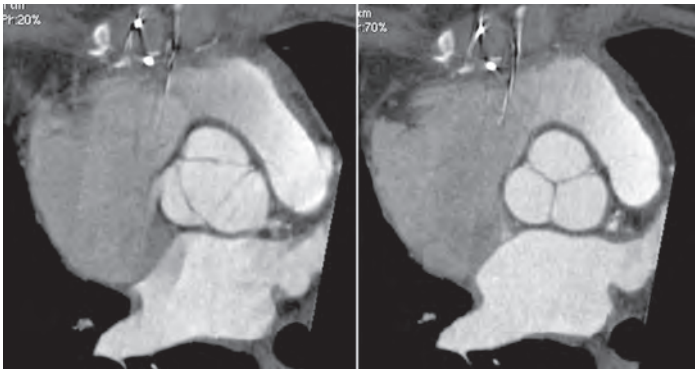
Мультиспиральная компьютерная томография аортального клапана (поперечный срез; справа — систола, слева — диастола).
